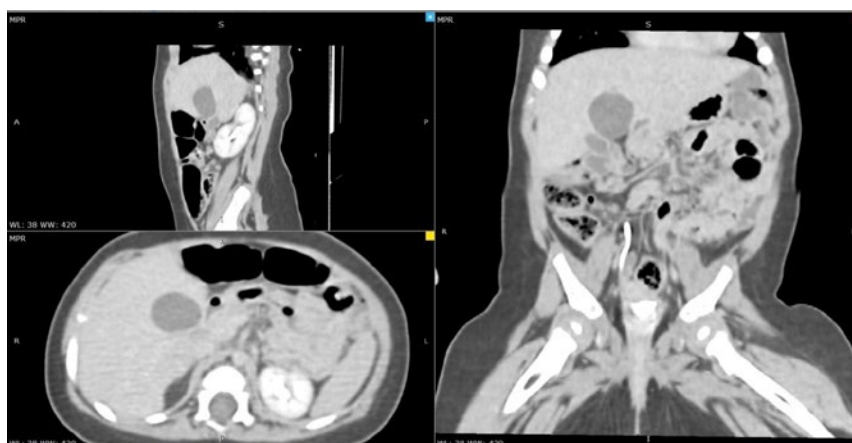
КТ-исследование брюшной полости и забрюшинного пространства с трехфазным внутривенным контрастированием девочки М. в возрасте 5,5 месяцев
